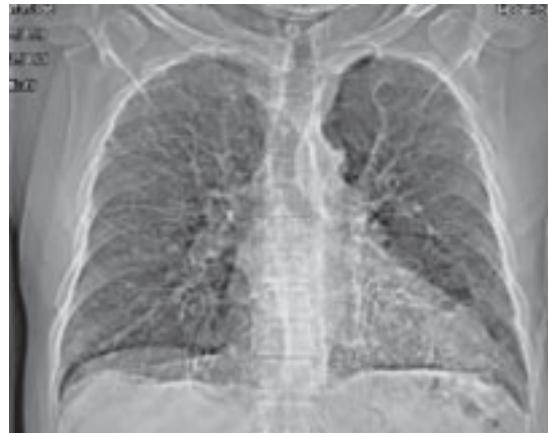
Radiografía de tórax de paciente con enfisema pulmonar donde se observa dilatación de vasos centrales.
